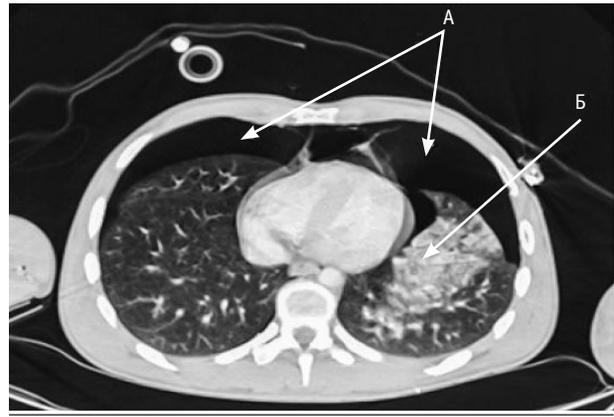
Комп'ютерна томографія, проведена приблизно через 1 год після травми
